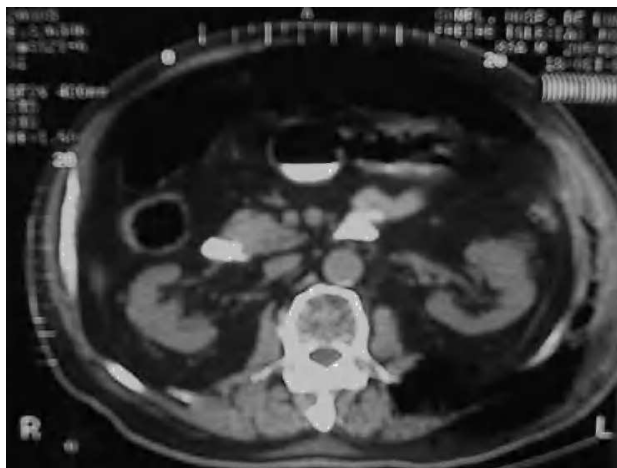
Tomografía computarizada abdominal en la que hay infiltración por gas y destrucción de la musculatura paravertebral y de la pared abdominal izquierda.
